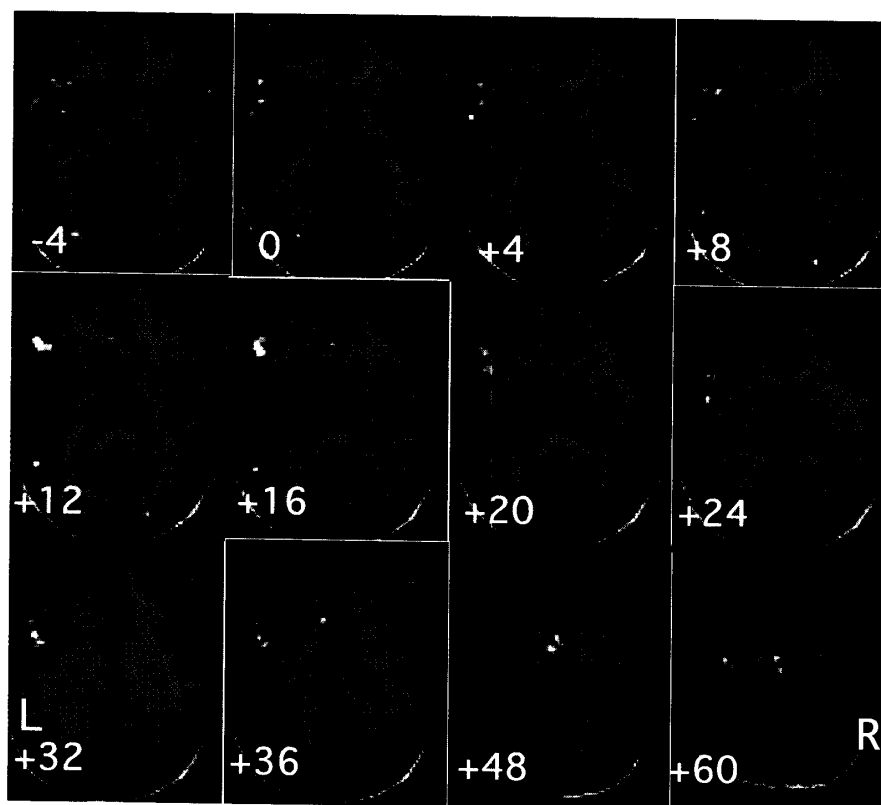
健常者に語想起課題を負荷した際の機能的MRI画像所見
